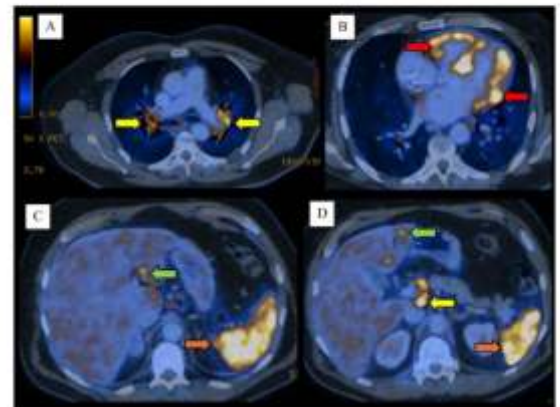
Imagen de Tomografía por emisión de positrones (PET-TC) con 18-FDG, en donde se observa hipercaptación del radiotrazador en adenopatías (flechas amarillas) periaortales (A) y subdiafragmáticas (D), en miocardio de ambos ventrículos (flechas rojas en B), a nivel hepático en forma heterogénea (flechas verdes en C y D) y en bajo (flechas naranjas en C y D).
